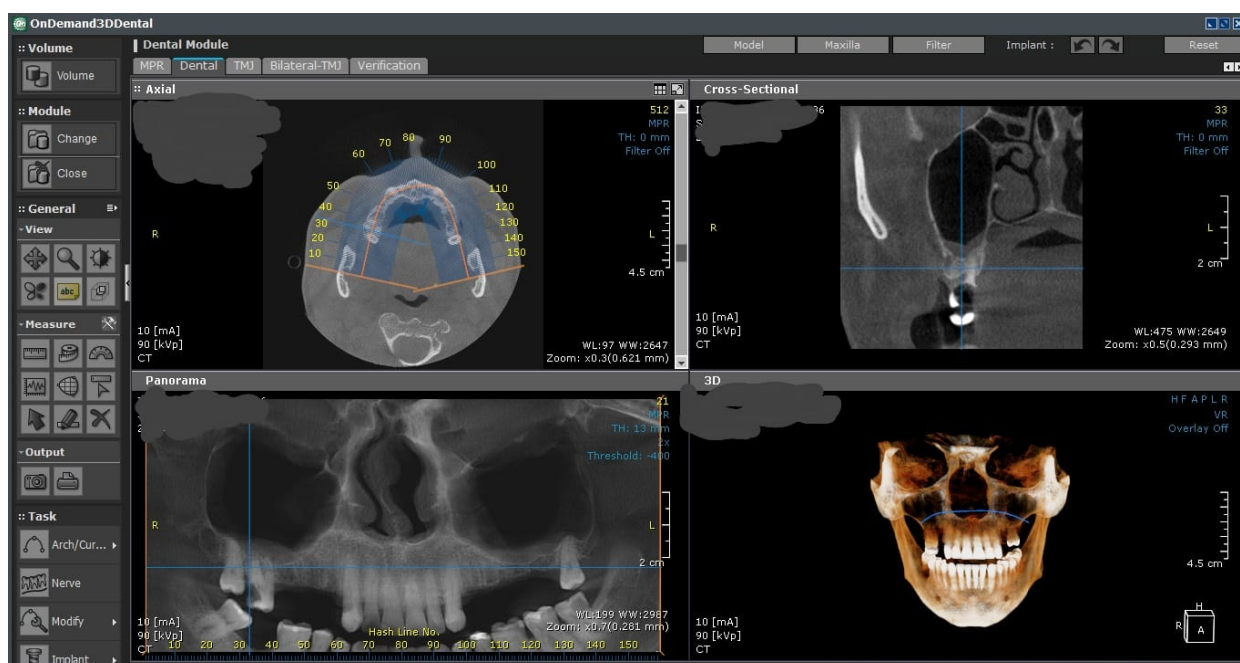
Imagem de CBCT ilustrando seio maxilar (Cortesia de Dra. Adelaide Maso).
